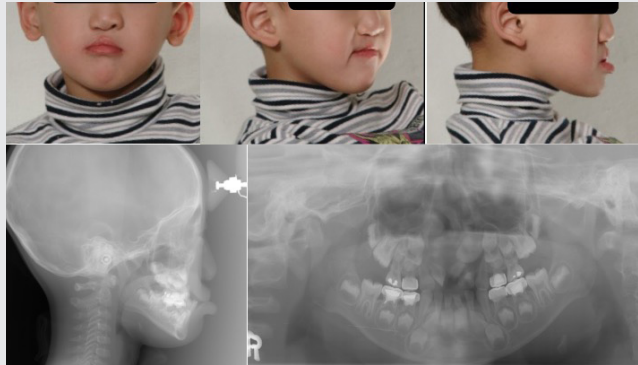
Facial photographs, lateral cephalogram, and panoramic radiograph at the initial stage.
